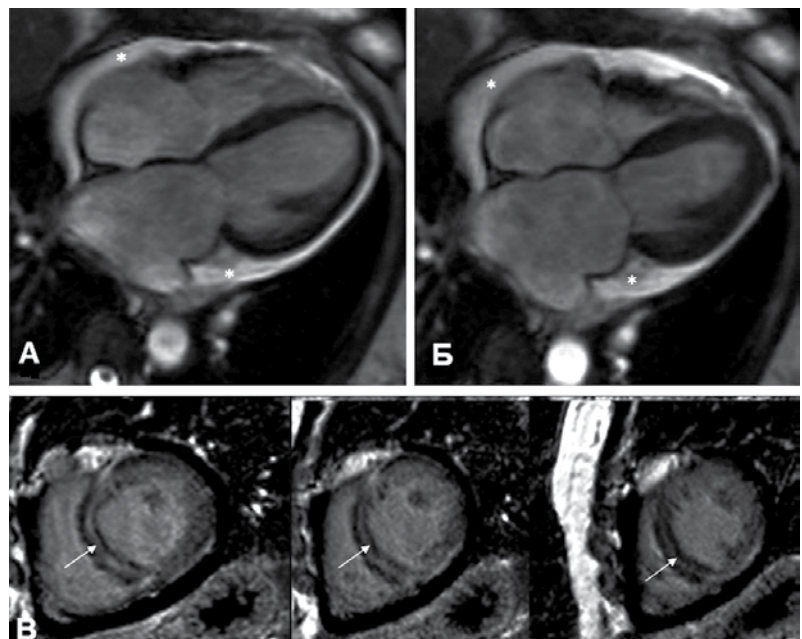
Пізні підсилення гадолінієм (LGE, стрілки) середнього шару міокардіальної стінки ЛШ, що спостерігається приблизно у третини хворих із ДКМП і є потужним та незалежним предиктором загальної смертності, серцево-судинної смертності та кардіотрансплантації, а також РСС (див. текст): А та Б – кінорежим МРТ; В – послідовності LGE; * – перикард [1] (за Donal E. та співавт. [1])
